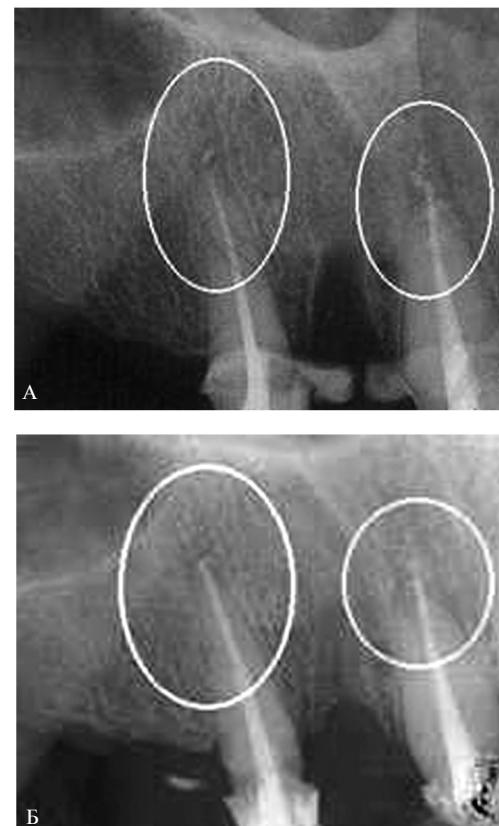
Рентгенограмма больной Б. 47 лет.: А – Выденный заапикально в сформированные путем микротоннелизации костные каналы над 13 и 15 композитами «ГАНГ+ПНТ» не имеет четкой ориентации; Б – через 14 месяцев: гранулы ПНТ ориентированы по линиям силового напряжения резцово-клыкового и премолярного зубочелюстных сегментов верхней челюсти.
